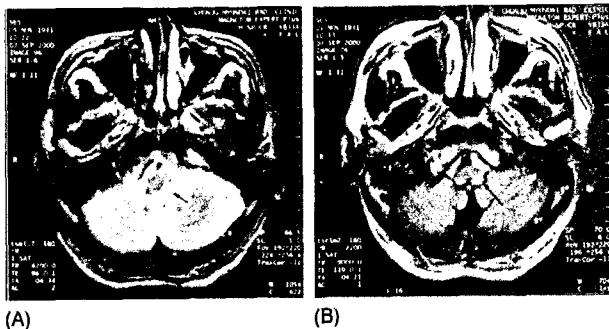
Brain MRI of Wallenberg's syndrome. (A) T2WI of Transverse Section. Black solid arrow points to the high intensity-lesion of dorsolateral medulla oblongata. (B) Proton Density Weighted Image of Transverse Section. Black solid arrow points to the high intensity-lesion of dorsolateral medulla oblongata. * T2WI = T2 Weighted Image
